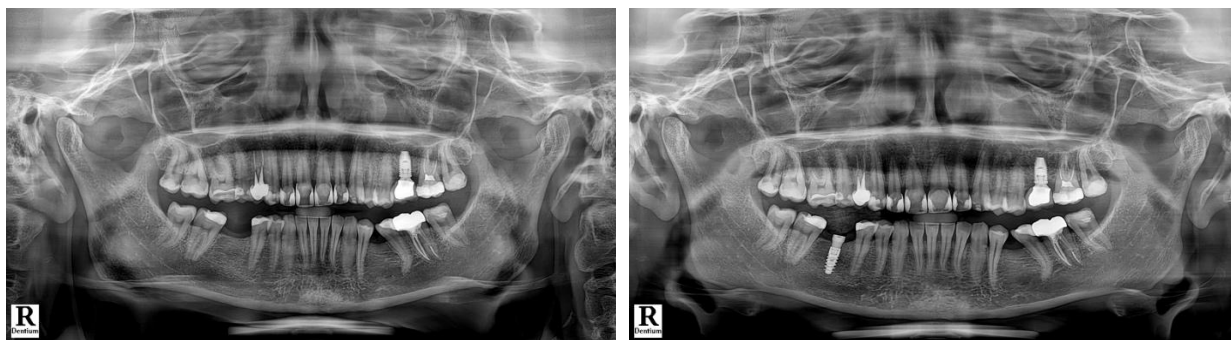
Evaluarea radiologică A) Ortopantomograma preoperatori B) Ortopantomograma după perioada de vindecare
